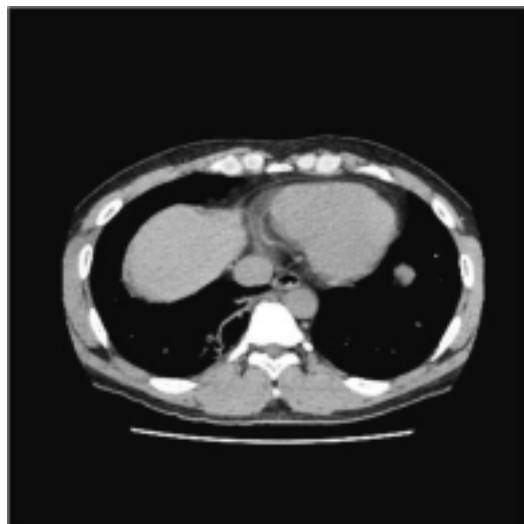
単純CTでは下行大動脈右側よりS10~9に異常血管の流入がみられた。
